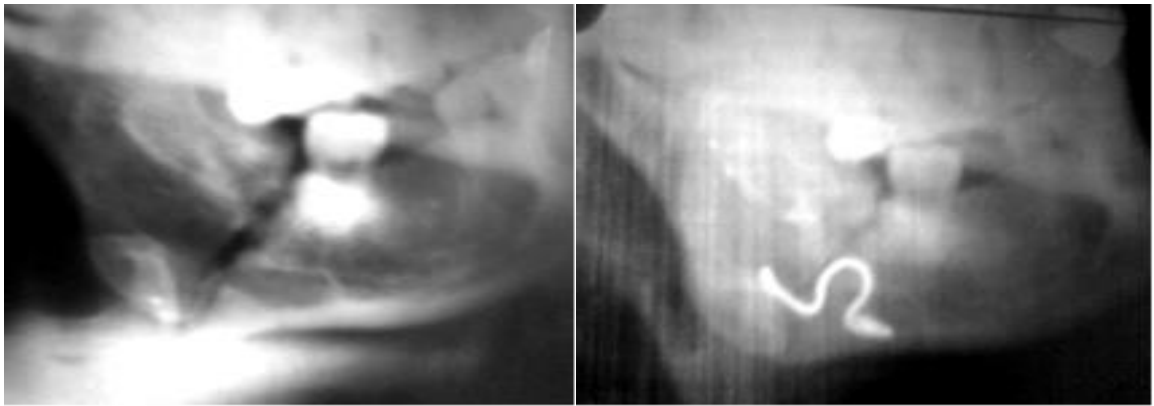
Больной К. (А) – На рентгенограмме в боковой проекции определяется оскольчатый перелом угла справа. (Б) – Рентгенограмма после операции фиксации двумя параллельно установленными мини-пластинками.
